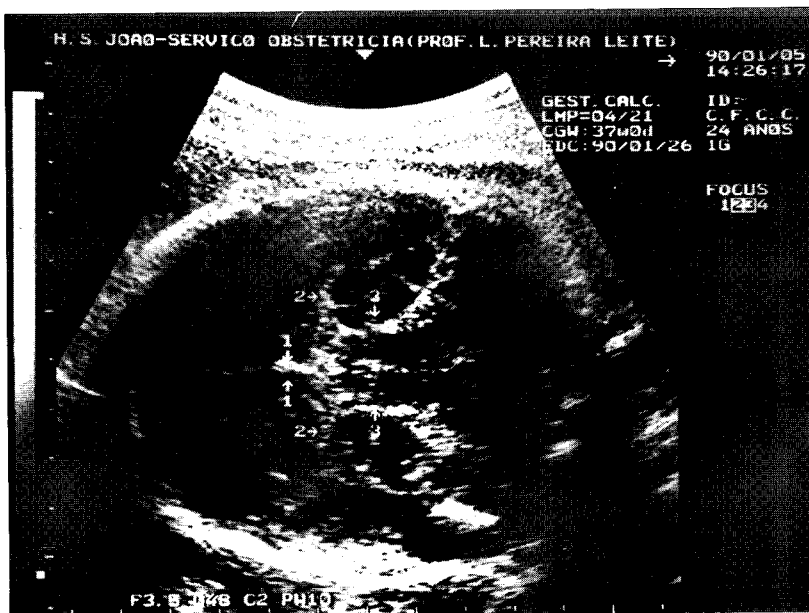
Imagem modo-B indicando o local de colheita do sinal Doppler das três artérias cerebrais. 1 = art. cerebral ant.; 2 = art. cerebral média; 3 = art. cerebral post..
